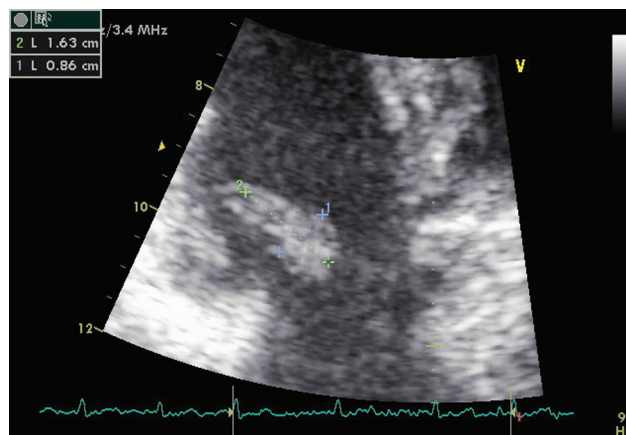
Эхокардиографическое изображение опухолевого образования на трикуспидальном клапане
